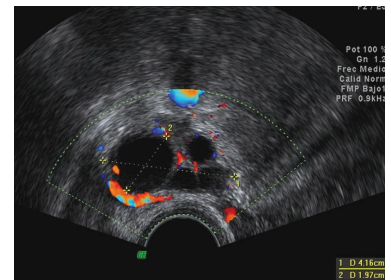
Imagen de un ovario normal con un folículo periovariano. El estudio Doppler color muestra vascularización periférica del folículo.
